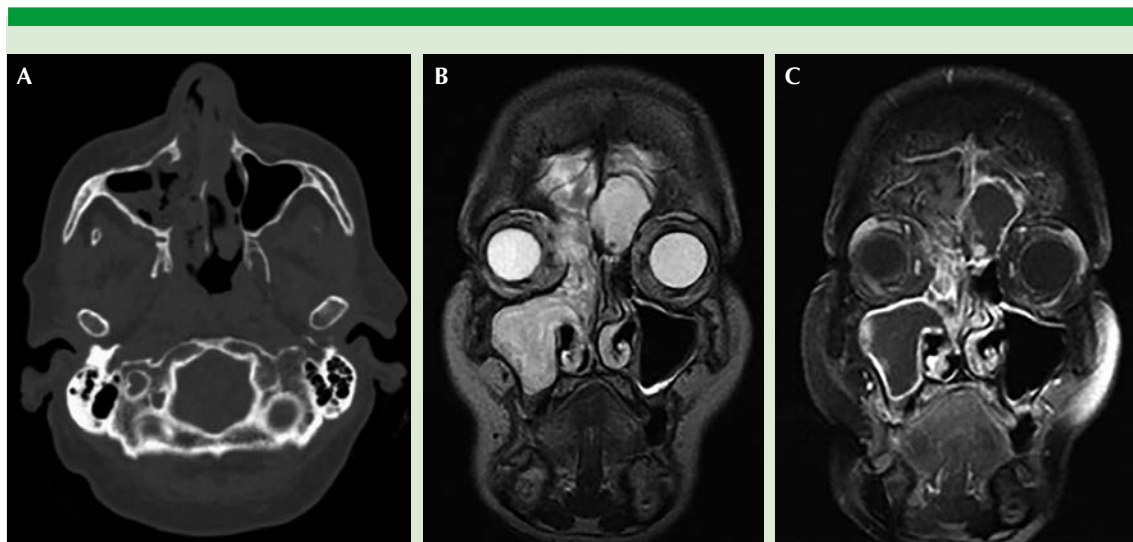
A. Tomografía en corte axial que muestra la fosa nasal y el seno maxilar derecho ocupados por densidad de tejidos blandos, así como lisis ósea de la pared medial del seno maxilar ipsilateral. B y C. Resonancia magnética ponderada en T2 que muestra la fosa nasal derecha, el seno maxilar derecho, el seno etmoides derecho y el seno frontal bilateral con contenido hiperintenso, así como hipointenso en fase T1 con realce en su periferia.
